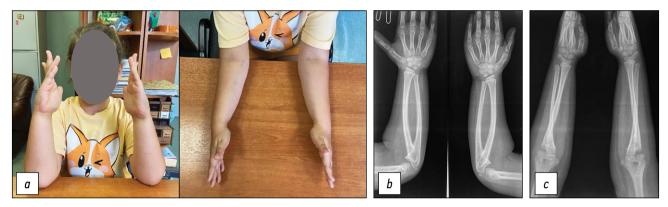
Результаты первичного осмотра пациентки Ч.: *а* — клинически пациентка может супинировать кисть за счёт гипермобильности кистевого сустава и вовлечения ротации плеча с обеих сторон, пронационная установка — 60 градусов; *b* — рентгенография в прямой проекции обоих предплечий, проксимальный радиоульнарный синостоз, тип 3 по Cleary-Omer, с обеих сторон; *c* — рентгенография в боковой проекции обоих предплечий, проксимальный радиоульнарный синостоз, тип 3 по Cleary-Omer, с обеих сторон (дата согласия на публикацию от законного представителя — 01.07.2023 г.).
